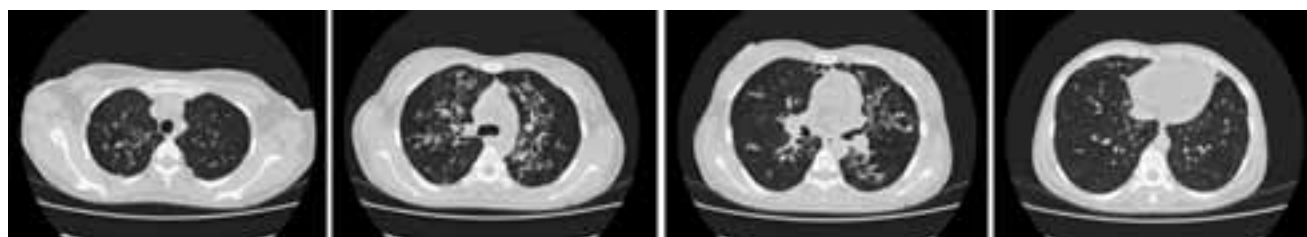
Фрагмент компьютерной томограммы органов грудной клетки больной Н.
